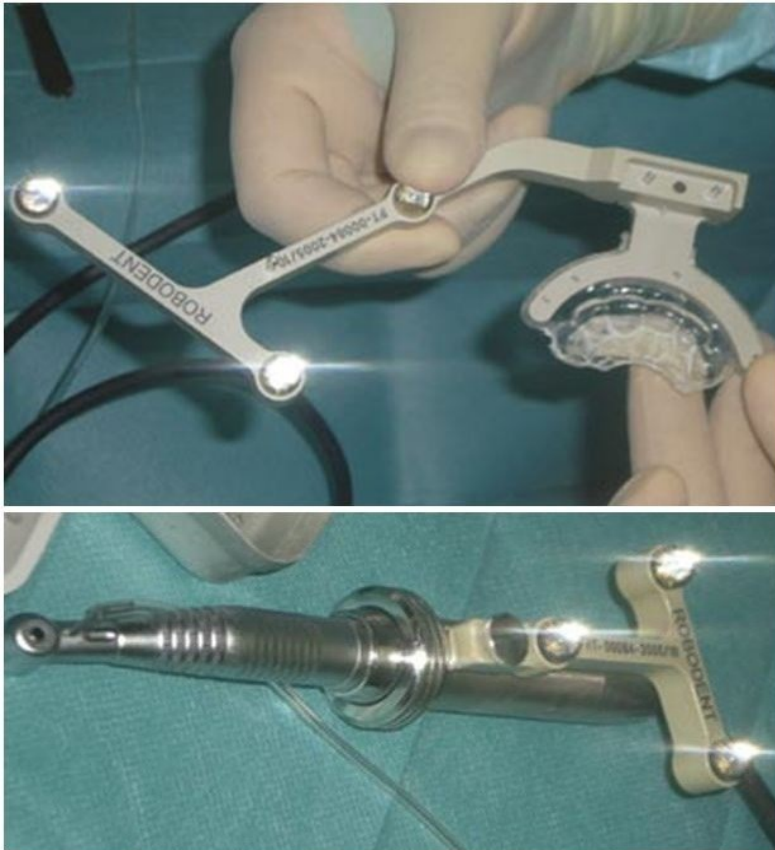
Beispiel einer Röntgenschablone und eines Winkelstückes mit optischen Trackern der Firma Robodent (Lahutte-Auboin et al., 2011)
